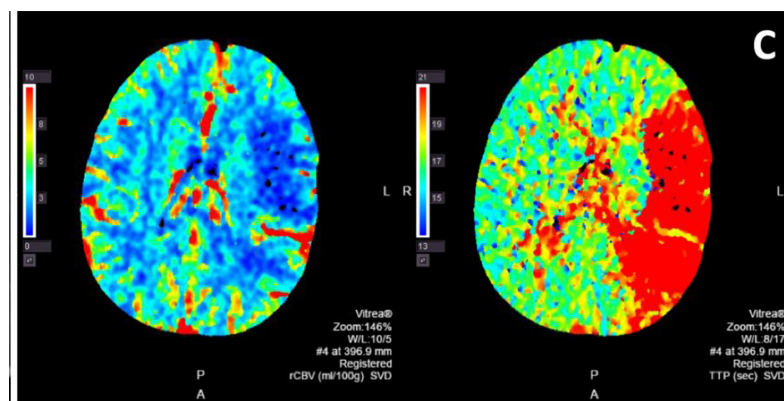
Mapa de perfusão por TC em doente com AVCI no território da ACM esquerda: revela grande área de penumbra isquémica (zona vermelha à esquerda) e área de núcleo isquémico (zona azulada à esquerda) (Yu W, et al. *Front. Neurol.*, 2019).
